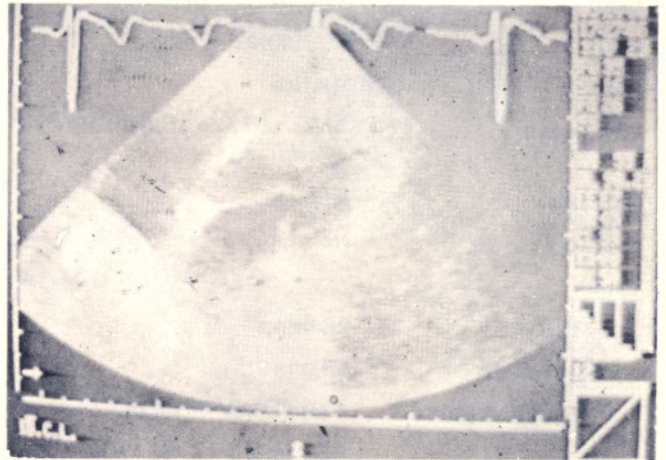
Ecocardiograma BD. Corte de cuatro cámaras.
